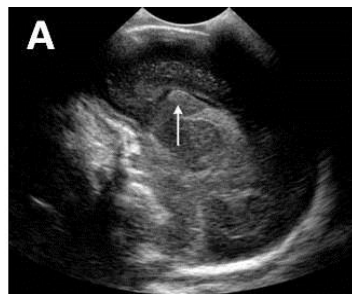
HIV stade 1 échographique coupe sagittale (Shooman *et al. Cerebrospinal Fluid Research* 2009)
